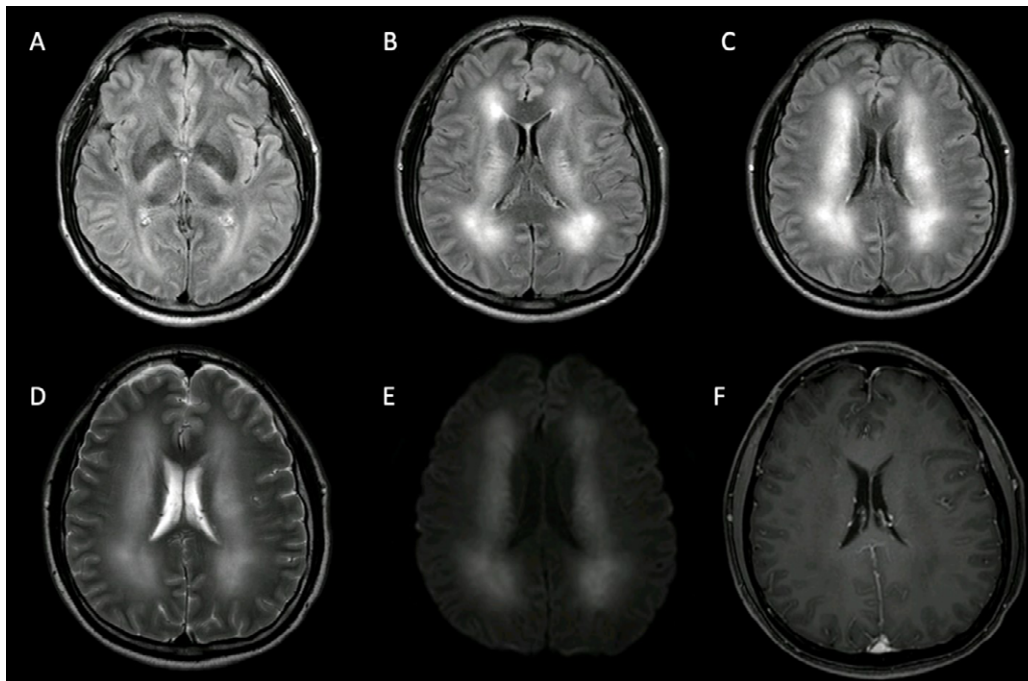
Leucoencefalopatía extensa bilateral y simétrica que confluye en el parénquima cerebral con aumento difuso de la intensidad de la señal en secuencias ponderadas en FLAIR (A, B, C) y T2 (D), con restricción significativa del movimiento del agua en secuencias ponderadas en difusión (E) sin áreas realzadas después de la administración intravenosa de contraste (F).
